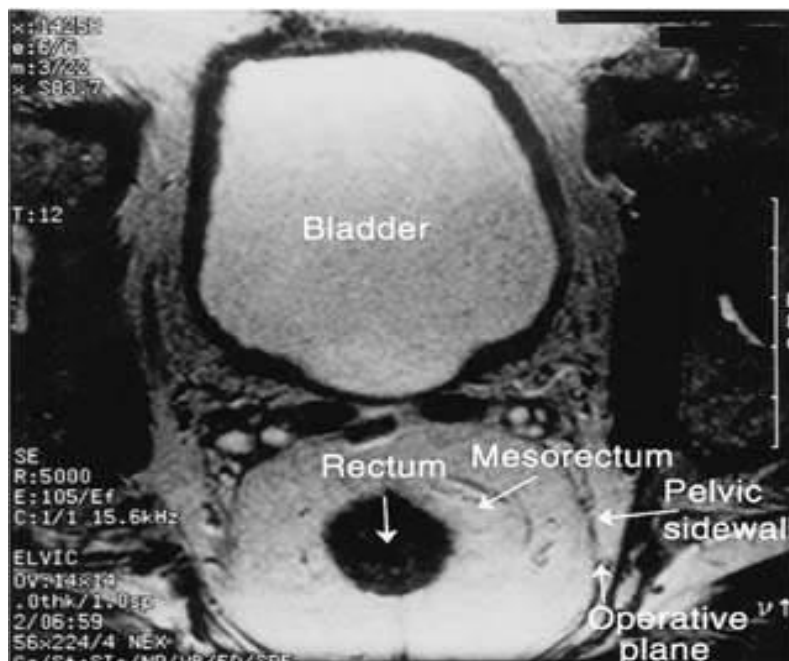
МРТ мужского таза. Стрелками указаны анатомические образования включая mesorectum
